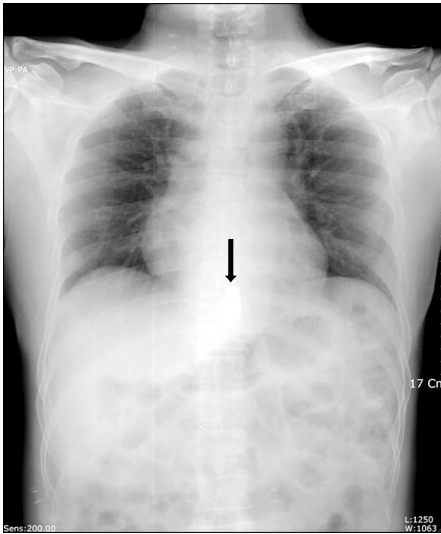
The roentgenogram showed the dislodged dental bridge in the stomach.
